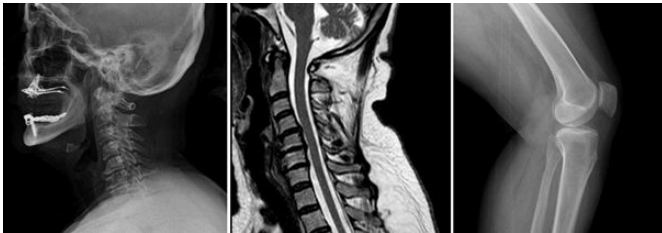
Patellar ligament calcification was detected on the bilateral knee direct radiograph of the patient who was admitted with a moderate level of swallowing difficulty
